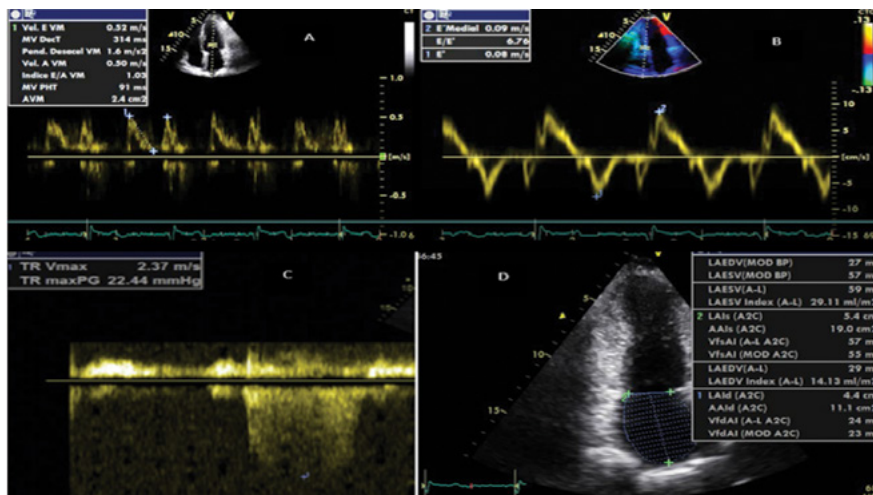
Parámetros básicos de función diastólica: A: Doppler mitral, B: Doppler tisular, C: Velocidad máxima de regurgitación tricuspídea, D: Volumen de aurícula izquierda.
